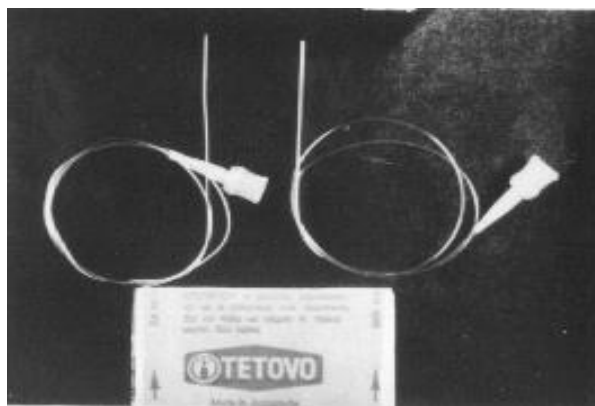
Катетеры для эндолимфатических инфузий
